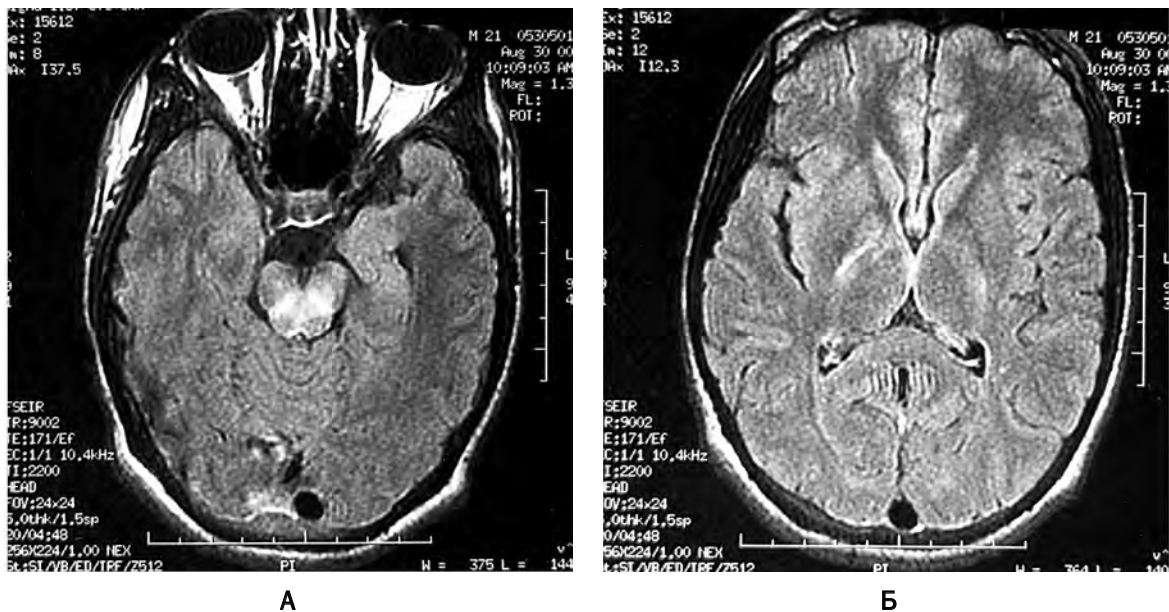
Магниторезонансная томограмма головного мозга 21-летнего мужчины с острой формой эпидемического летаргического энцефалита (9-й день острого периода) (5):
